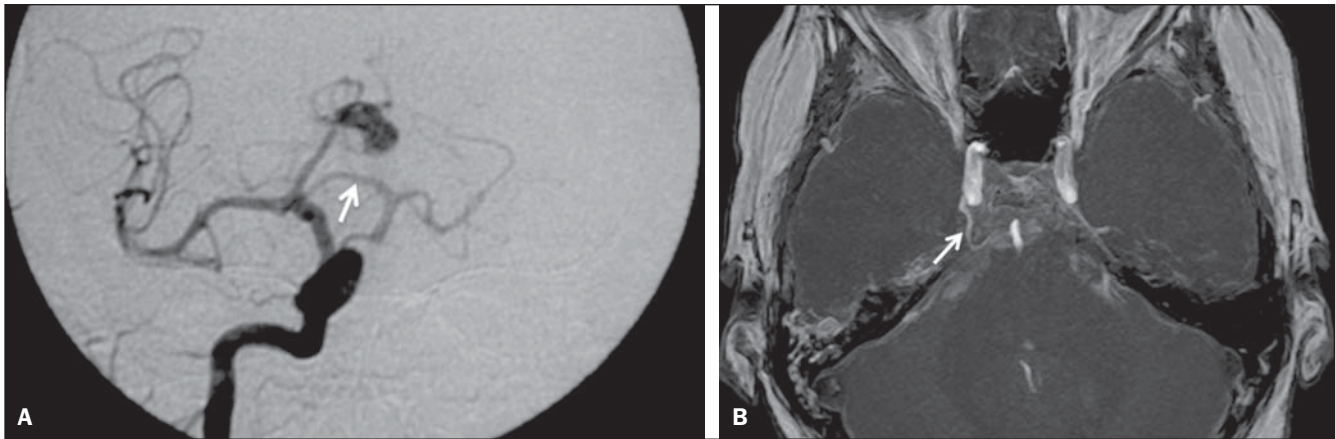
Imagem de angiografia digital (A) de uma paciente de 45 anos com anastomose entre os sistemas carotídeo e basilar, através da persistência da artéria trigeminal (seta), também conhecido como sinal da letra grega τ. Mesmo achado em outra paciente (b), através de imagem MIP de uma angio-RM (seta).
